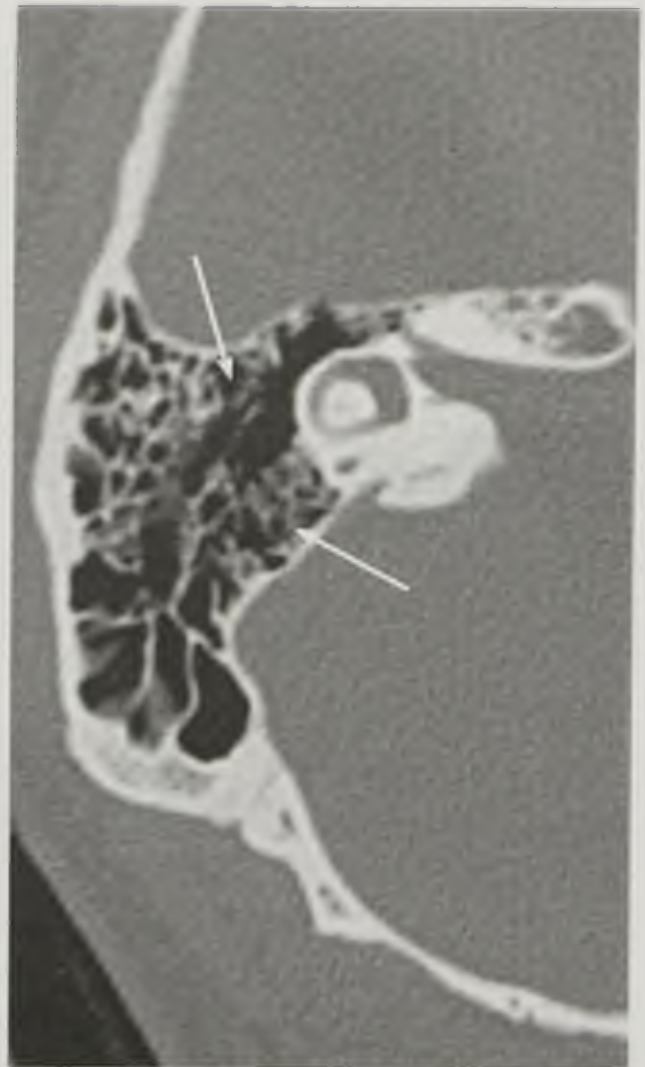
Компьютерная томограмма височной кости. Снижение воздушности ячеек, истончение и разрушение перегородок (стрелки)
